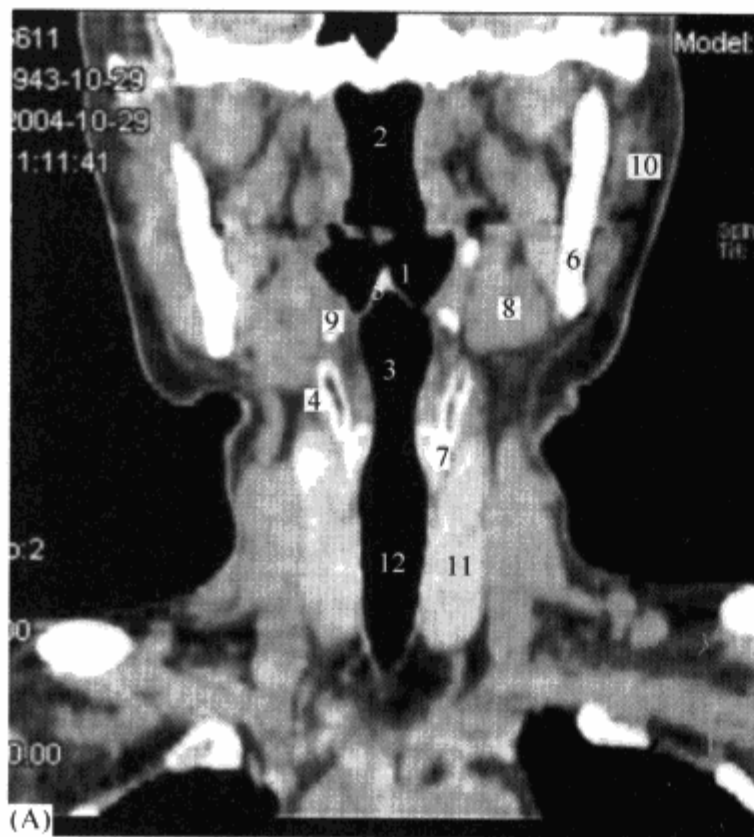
多层螺旋 CT 容积扫描后处理图像
